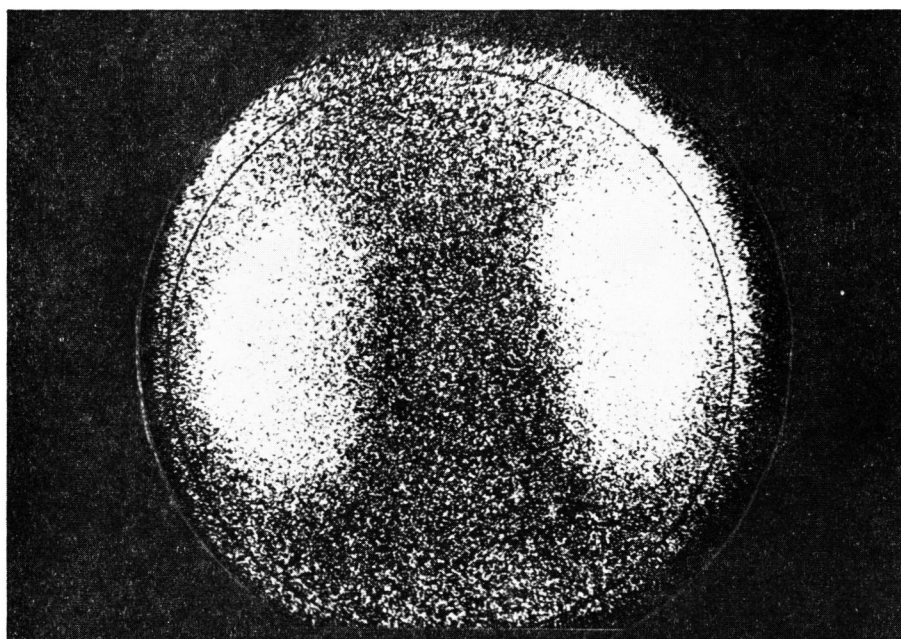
^{99m}Tc -DMSA renal scintigraphy in 60-year-old man with acute renal failure.
